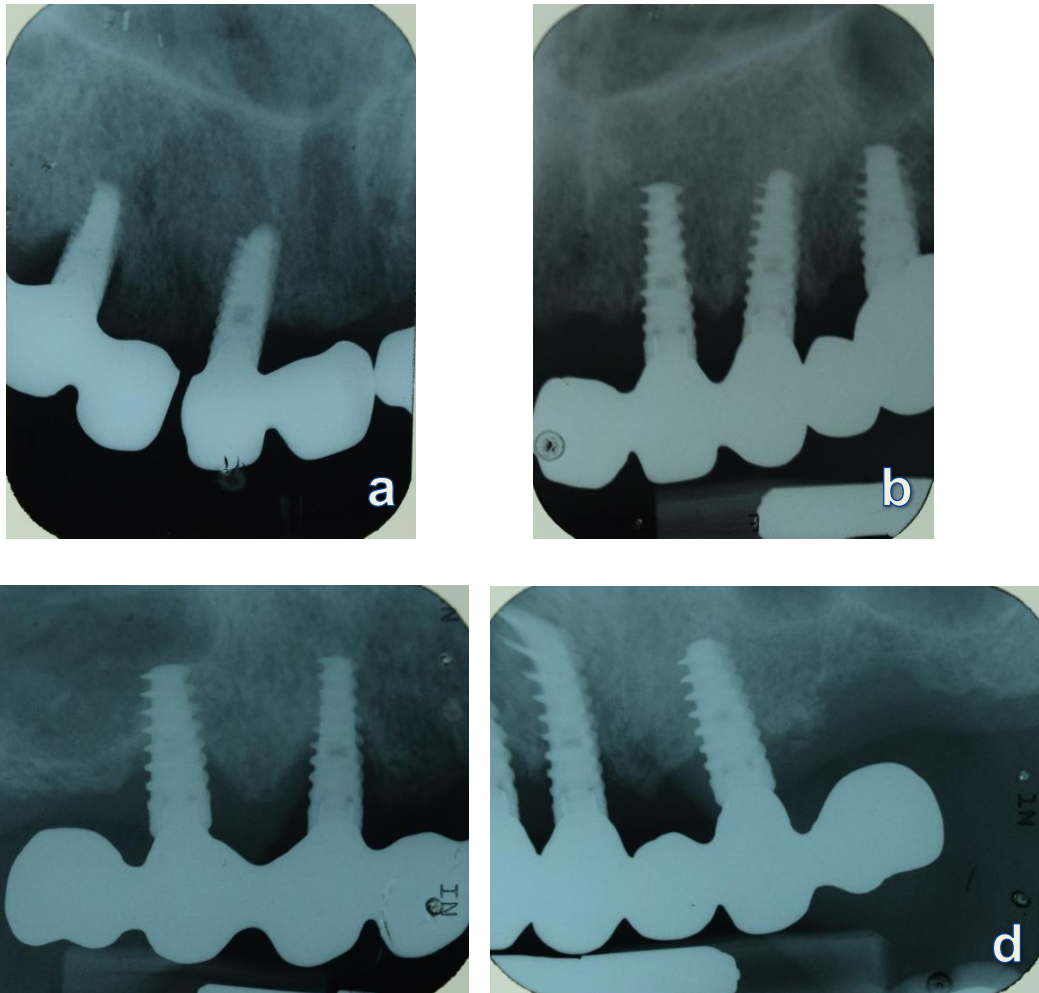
a.- Radiografía anterosuperior derecha b.- Radiografía anterosuperior izquierda c.-Radiografía posterosuperior derecha d.- Radiografía posterosuperior izquierda
